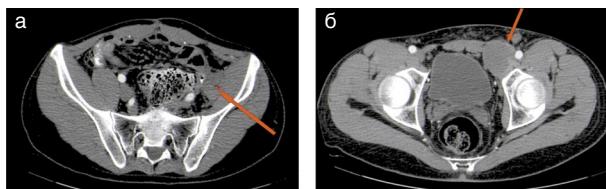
Пациент С. Через 4 мес после 2-й операции. КТ. Аксиальные срезы. Артериальная фаза. По ходу левых наружных подвздошных сосудов (а) и в проекции пахового канала (б) определяются рецидивные гиповаскулярные опухолевые узлы округлой формы с частично четкими контурами.
